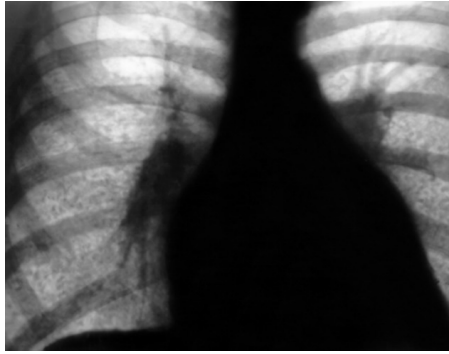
Оглядова рентгенограма ОГК. Вузликівий пневмокониоз I стадії: двосторонні вузликові утворення, ущільнене та розширене коріння.
